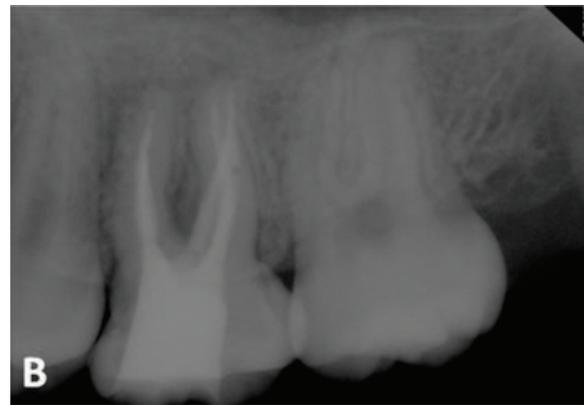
근관충전 후 치근단 방사선 사진. 수평각을 달리하여 총 다섯개의 근관의 충전 상태를 확인하였다.
